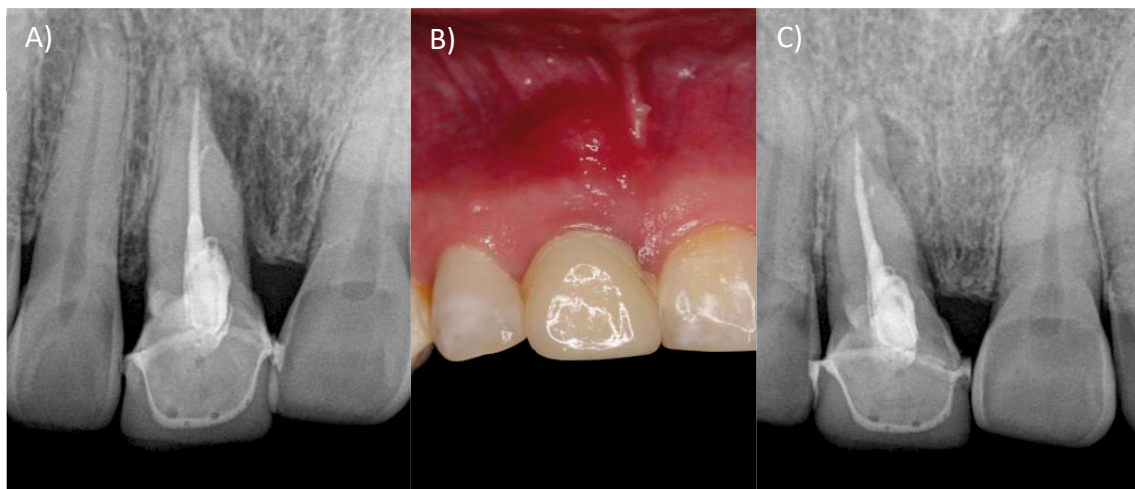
A) Radiografía preoperatoria orto-radial. B) Fotografía clínica preoperatoria, se observa aumento de volumen y cambio de coloración. C) Radiografía preoperatoria mesio-radial.
